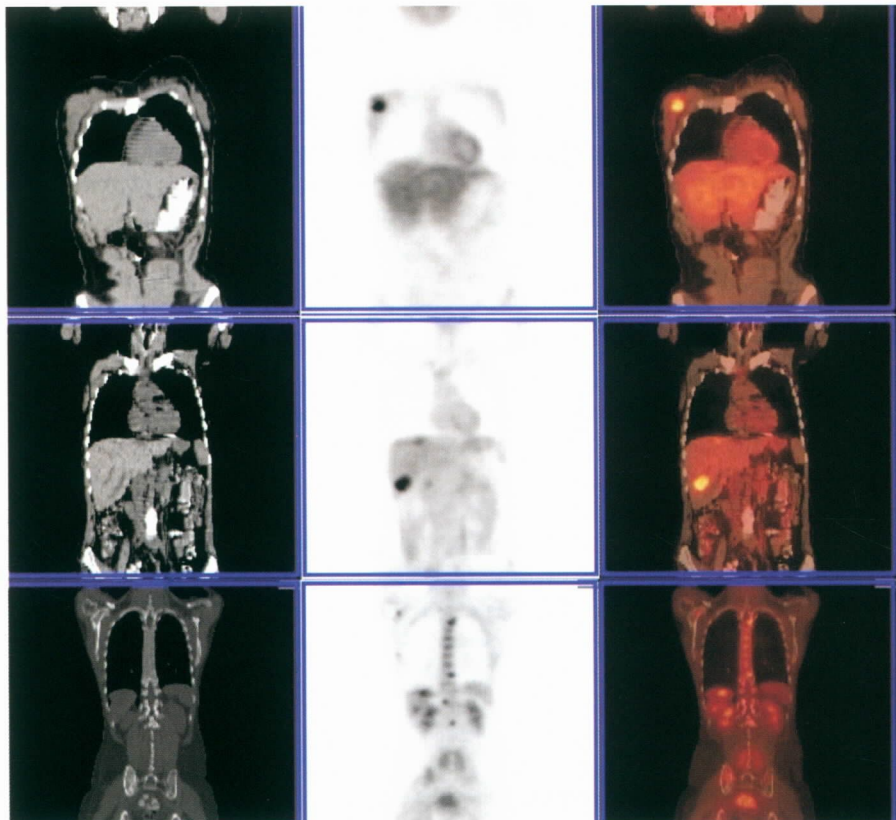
K.C.R.A., 40 anos, carcinoma de mama direita em estadiamento. Imagens TC, PET e PET/TC mostram lesões hipermetabólicas na mama direita (tumor primário) e metástases no fígado, T3, T9, T12, L1 e escápula direita.
